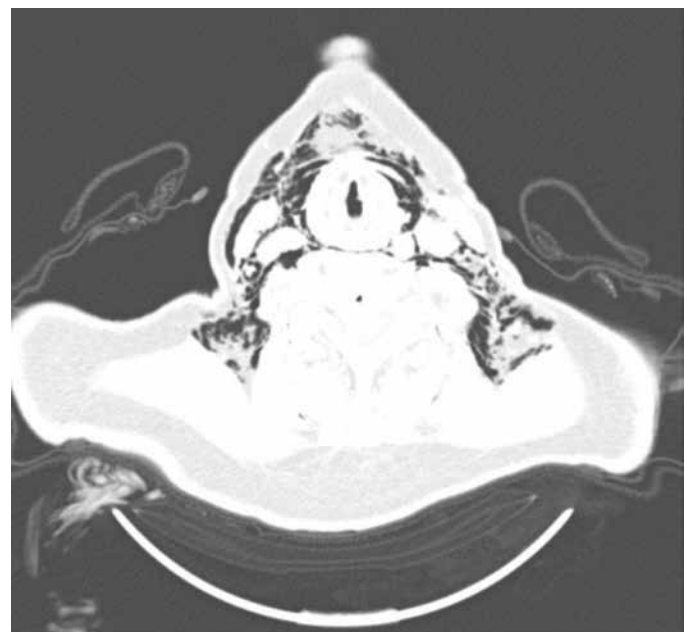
Subcutaneous emphysema in the neck and anterior chest wall on thorax computed tomography
